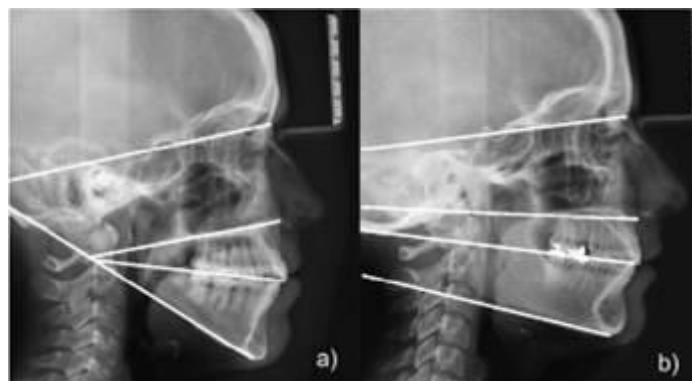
Radiografía lateral (a) dólicofacial, (b) braquifacial. Nótese la forma de la mandíbula y la divergencia de los planos faciales.
